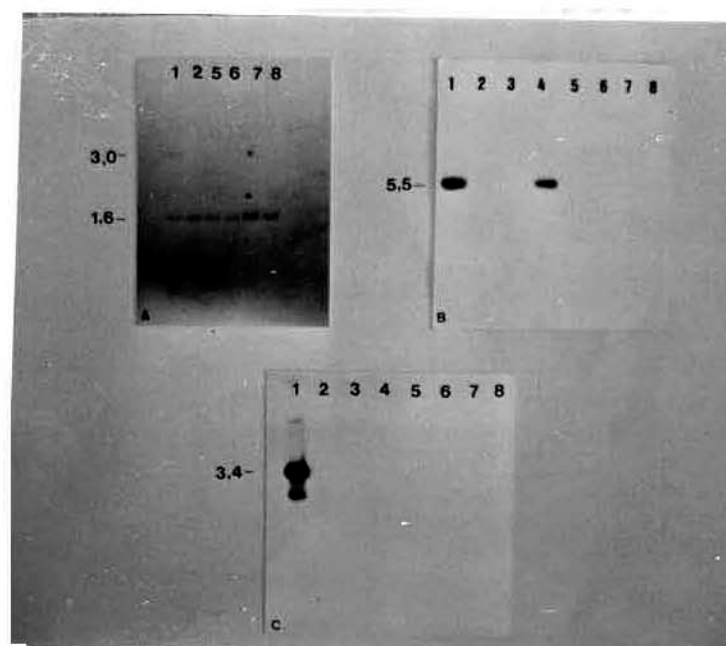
Autorradiografia do DNA genômico de homem normal (1), mulher normal (2), mulher 45,X (3), homem 46,X, dic (Y) (q11.2101) (4) e das pacientes do grupo I, caso 001 (5), 02 (6), 03 (7), 04 (8) com as sondas Y-específicas pDP1007 (A), pDP97 (B) e pY3.4 (C).
